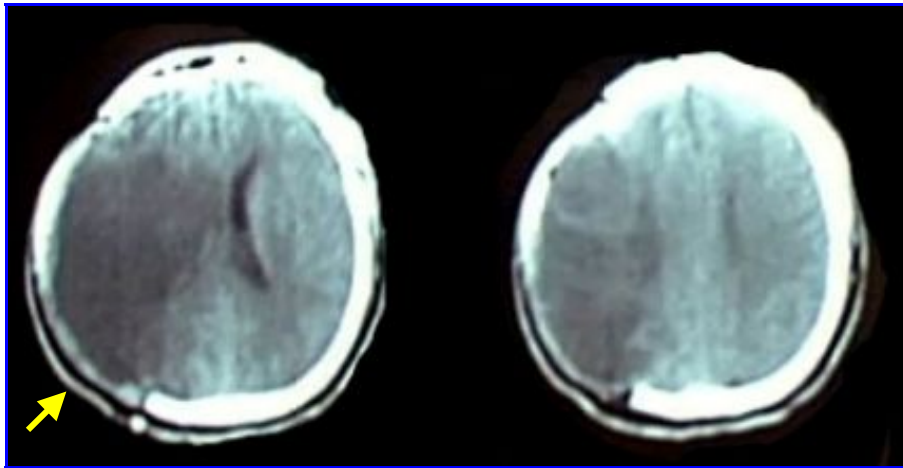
TAC de cráneo. Cirugía decompresiva en gran infarto hemisférico derecho.
